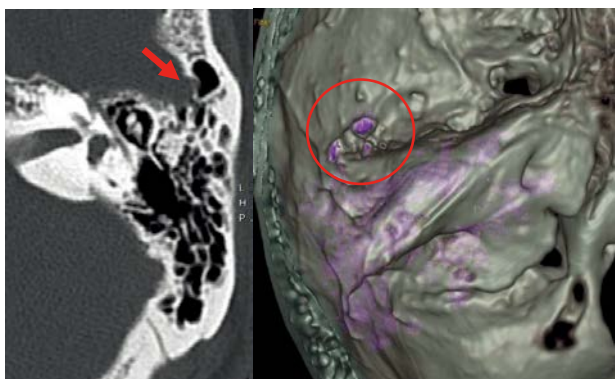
High resolution computed tomography scans of temporal bones. Axial images revealed a defect in the temporal bone (arrow). The 3D-image also clearly shows the bone defect (circle).
